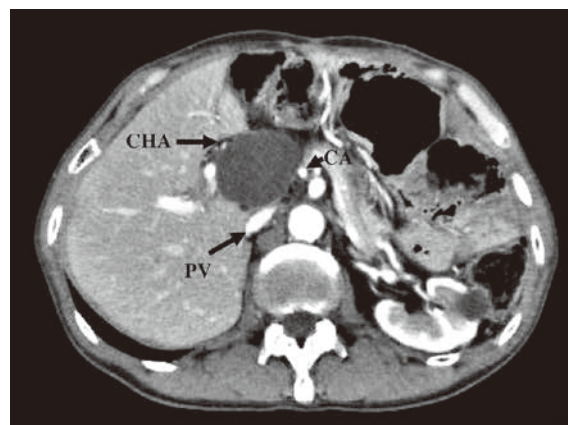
2019年12月時腹部造影CT（門脈相）。腫瘍は約5cm大に縮小し、内部の充実性成分が消失し、主要血管や他臓器への浸潤も明らかではなくなった（CA: 腹腔動脈, CHA: 総肝動脈, PV: 門脈）。
